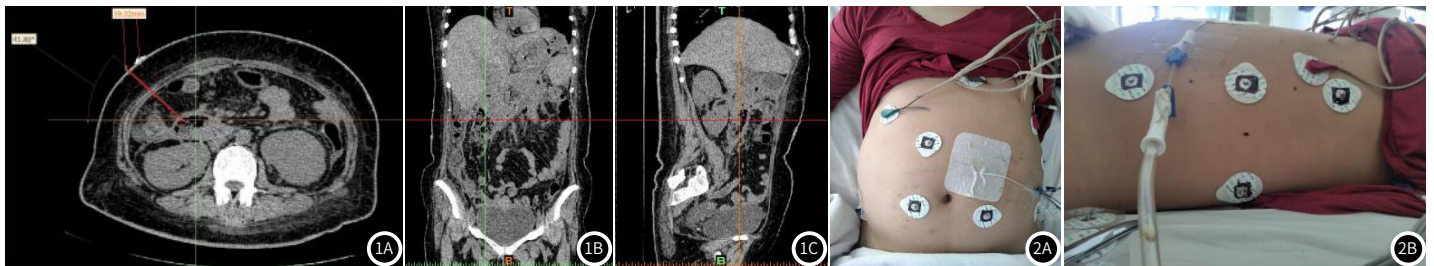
图1C 腹部CT数据导入MIMICS系统三维重建；图2A-图2B 体表标记物标定
